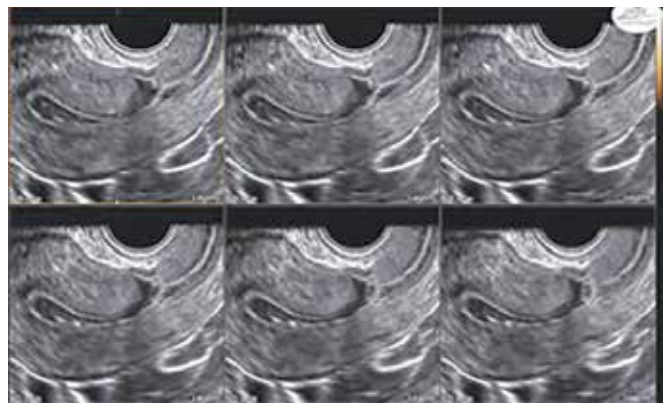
Ultrassonografia 3D multiplanar, aquisição sagital pela via endovaginal em útero com defeito de cicatriz de cesárea. Observa-se que há acúmulo de líquido.
